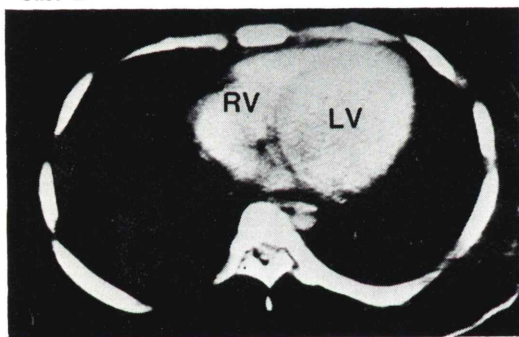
Cardiac CT images in cases 4 and 2. The CT image in the upper panel demonstrates a severely deformed thorax and an abnormally located heart in case 4, and that in the lower panel shows a normal thorax and heart location in case 2.
